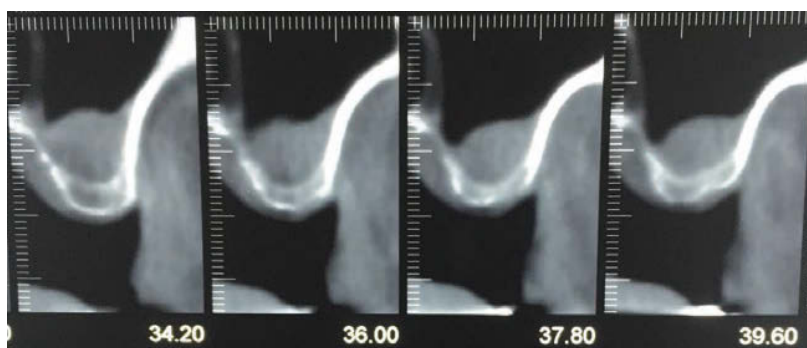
Imagen TAC del paciente con un quiste de retención en seno maxilar izquierdo.
